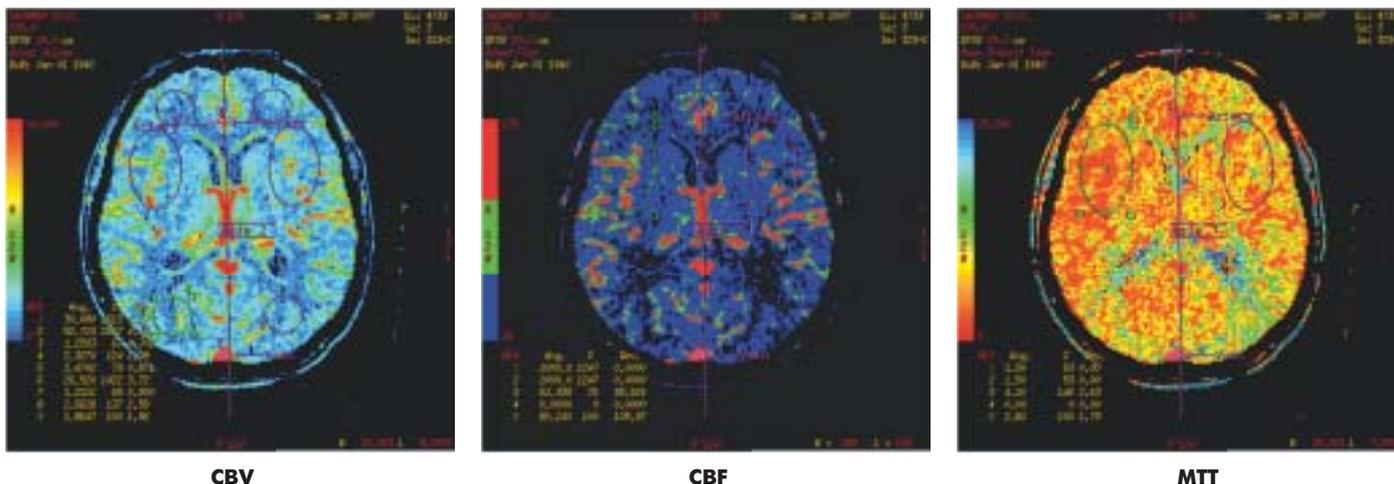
Перфузионная компьютерная томография.
